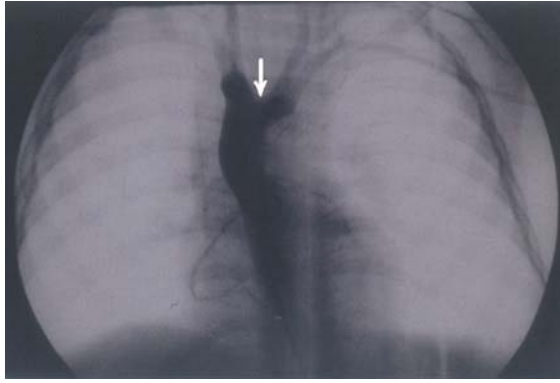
Baryumlu ösefagus grafisi. Çift arkus aortaya bağlı ösefagus posterior yüzeyinde çentiklenme (Vaka 4).
